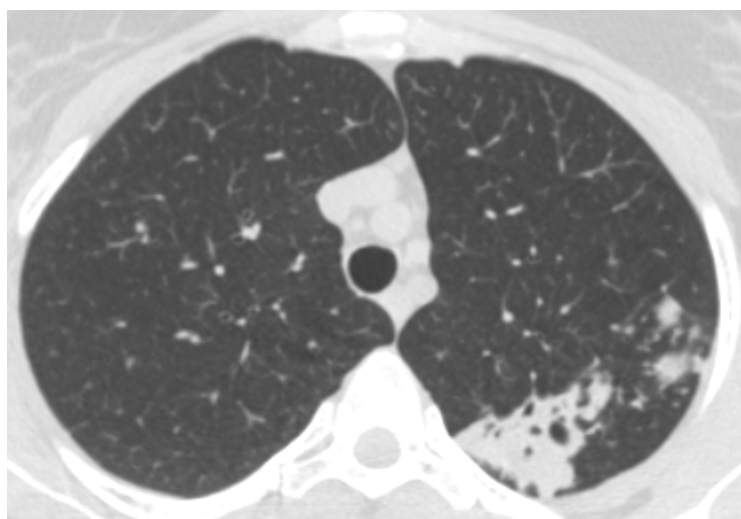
Компьютерная томограмма ОГК пациентки К. (16.02.2017 г.)
